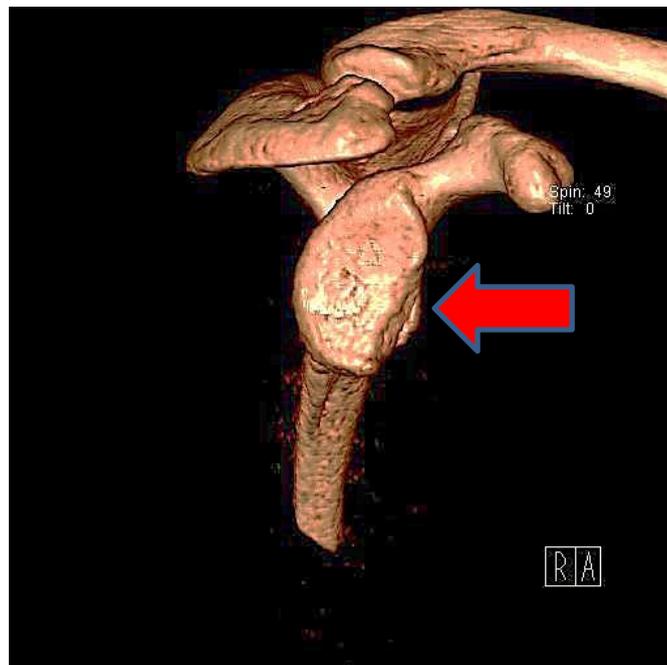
CT mit 3D-Rekonstruktion bei ventralem Glenoidranddefekt (Bild aus dem Archiv F. Gohlke).
